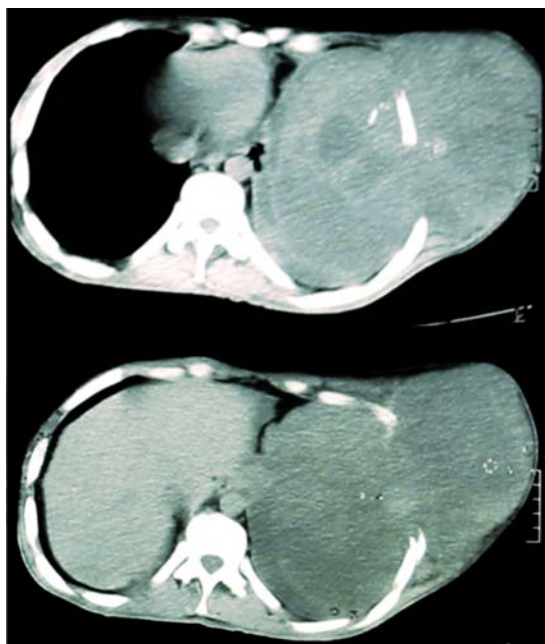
TAC de tórax con ventana para mediastino, obsérvese la tumoración intra y extratorácica de bordes bien definidos y adyacente, tanto a corazón, aorta, como hígado.
